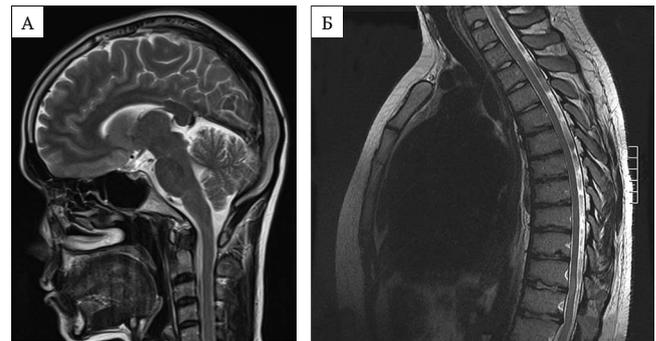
Визуализация очагов патологии на МРТ спинного мозга: А – на уровне C2-C3-C4 сегментов; В – на уровне ThIV–ThV, ThXI–ThXII сегментов позвоночника
